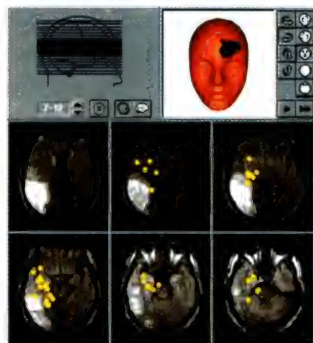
Совмещение данных МР-исследования и трехмерной локализации дипольных источников у больного с ишемическим инсультом. Фокус дельта-активности в проекции ишемических изменений по данным МРТ
